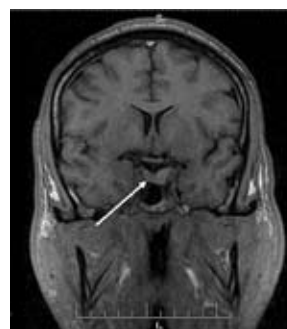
МРТ того же больного через 9 мес после операции. На месте опухоли визуализируется зона криодеструкции диаметром около 5 мм.
